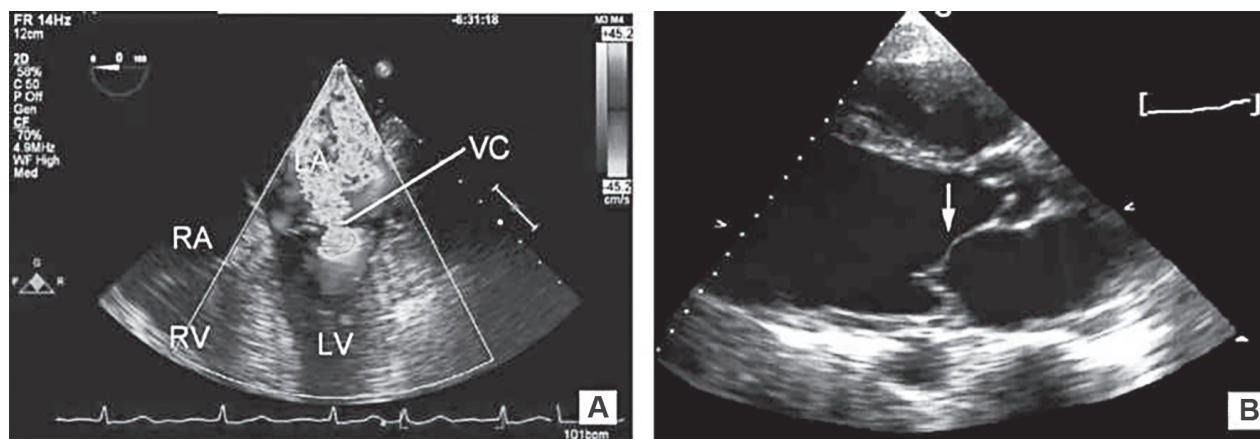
Evaluarea ecocardiografică (A) cuantificarea severității RM prin ecocardiografie transesofagiană (TOE) suprapusă cu Doppler color, care reprezintă regurgitare mitrală.
